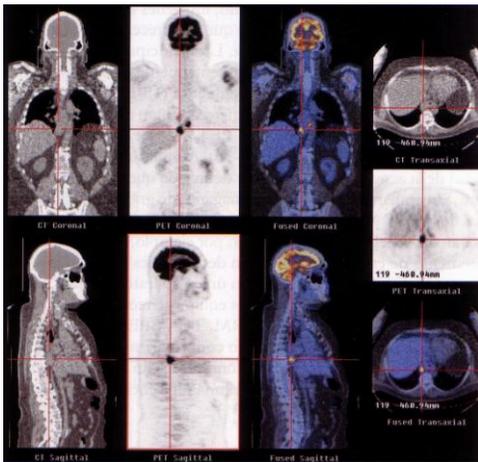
Imágenes fusión PET/TC. Paciente con cáncer gastroesofágico.
